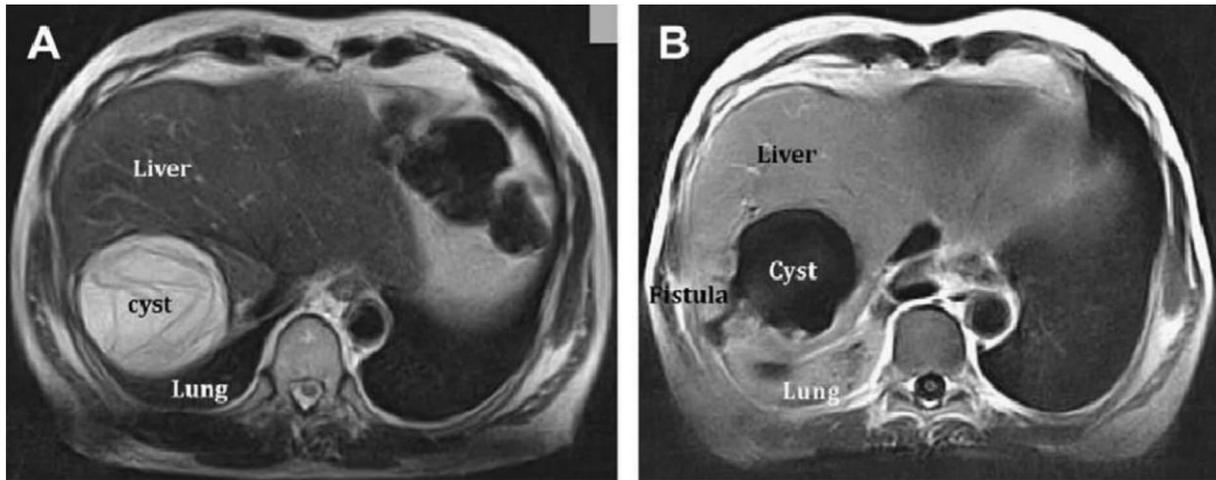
(A) IRM d'un kyste hydatique dans la région sous diaphragmatique. (B) Cette IRM montre la fistule d'un kyste hydatique sous-diaphragmatique dans la cavité pleurale droite en perforant la membrane
